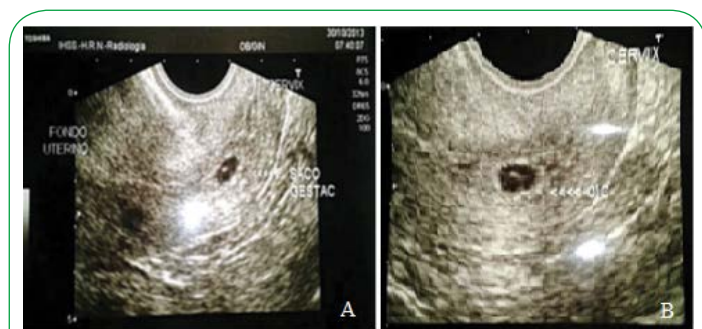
A y B USG del día 30/10/13. Embarazo de 4.5 SG con implantación endocervical.
